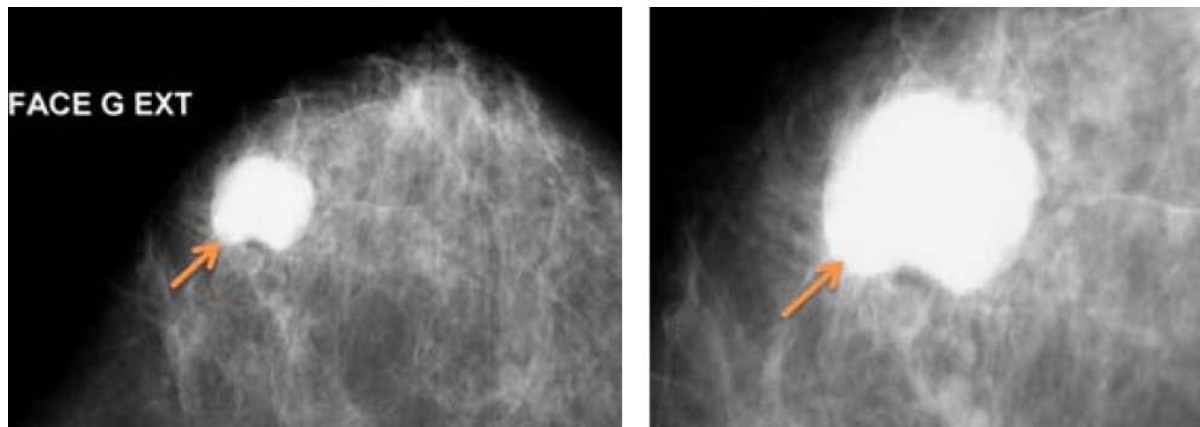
Opacité ronde du QSE du sein gauche (→) sans caractère de malignité nécessitant une exploration par une échographie.
